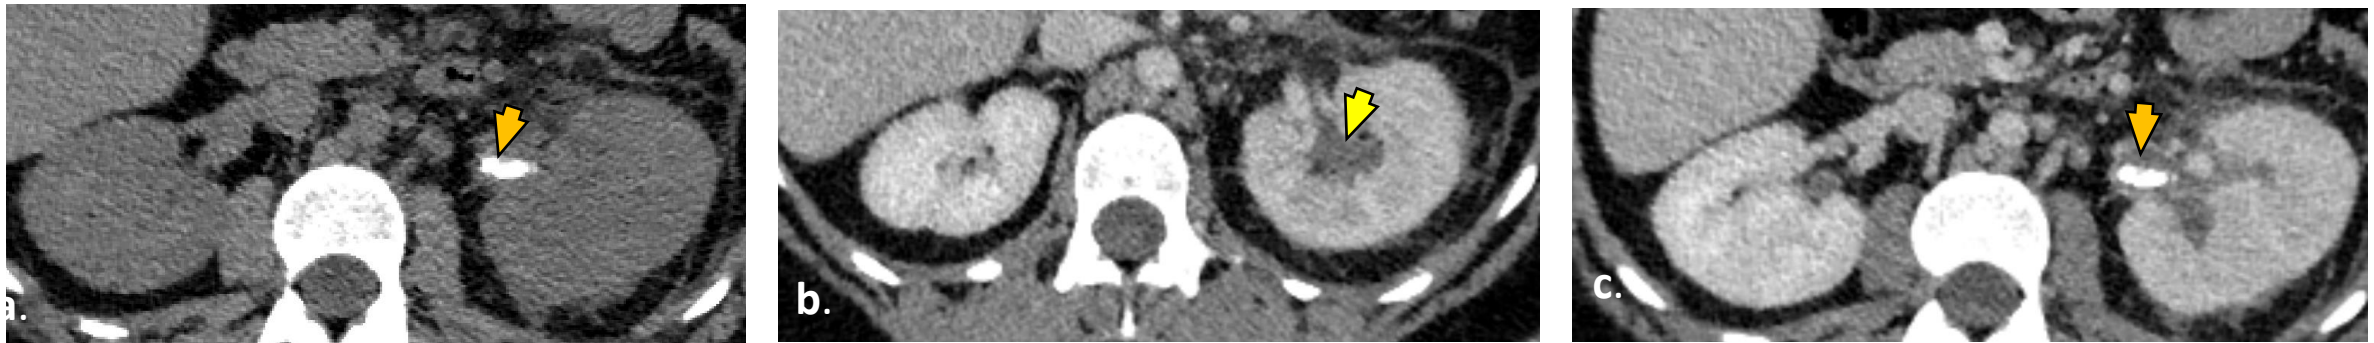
(a) TC axial sin contraste con litiasis obstructiva (flecha naranja) en unión pieloureteral. (b) (c) TC axial con contraste i.v, se observa dilatación de la pelvis renal y de los grupos caliciales (flecha amarilla). A nivel de la unión pieloureteral se identifica una litiasis como causa de la obstrucción (flecha naranja).
